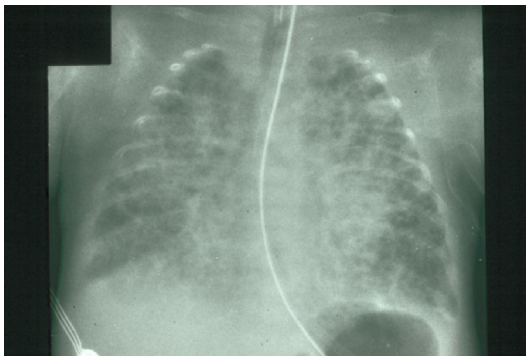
Radiographie pulmonaire. Pneumopathie à cytomégalovirus.
